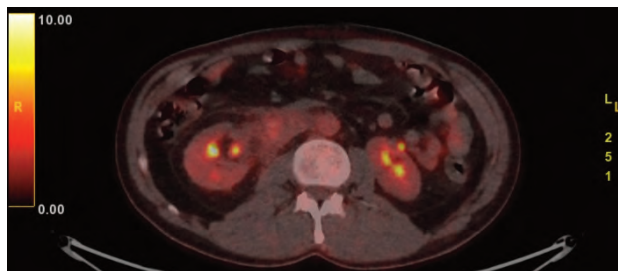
Corte axial de PET a nivel abdominal. Escasa captación de radiotrazador en el conglomerado adenopático retroperitoneal residual.
